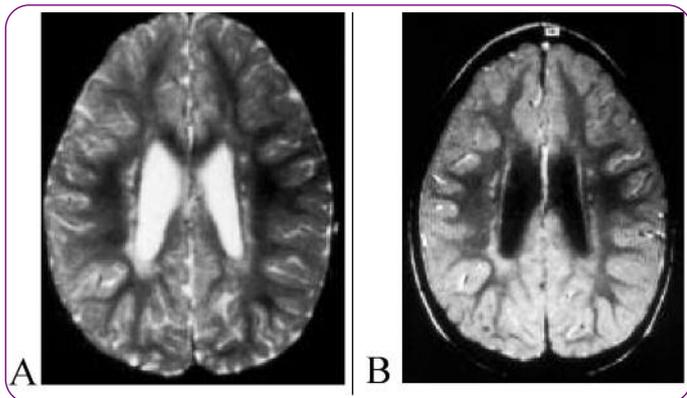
Cas N° 3 : Présence de nombreux nodules hyperintenses en pondération T2 et FLAIR au niveau périventriculaire associés à une dilatation ventriculaire témoin d'une atrophie cérébrale
